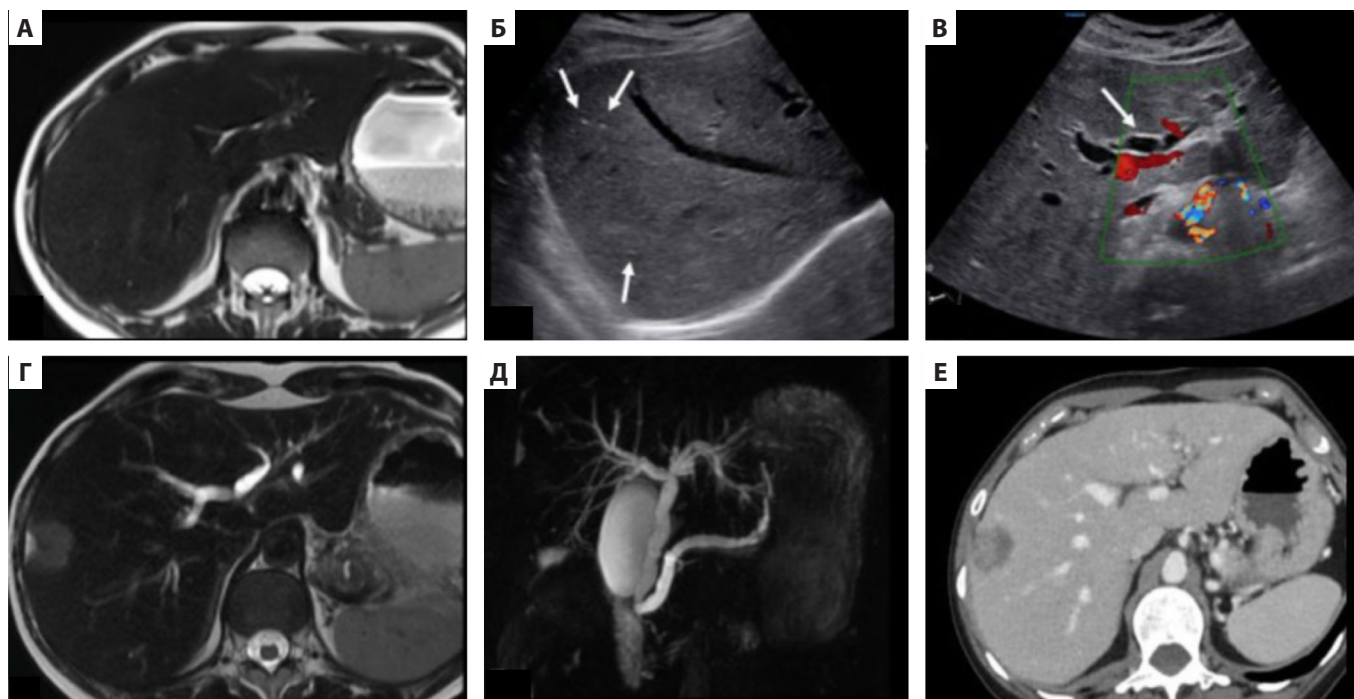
Иммуноопосредованные гепатит и холангит у пациента с аденокарциномой двенадцатиперстной кишки кишечного типа, получавшего в качестве терапии первой линии ипилимумаб + ниволумаб. Через месяц после начала лечения уровень АЛАТ и АСАТ, щелочной фосфатазы увеличился в 2, 3 и 10 раз соответственно. ПЦР на вирус Эпштейна-Барр и цитомегаловирус в крови, серологические исследования на гепатит и ВИЧ были отрицательными. На УЗИ брюшной полости в В-режиме (Б) и в режиме доплерографии (В) видна неоднородная эхогенность паренхимы печени с небольшими эхогенными очагами (эффект «звездного неба») (стрелки на рисунке (Б)) и расширение внутрипечёночных жёлчных протоков (стрелка на рисунке (В)) по сравнению с исходными МРТ-изображениями в Т2-режиме (А). МРТ-изображения в Т2-режиме (Г) и в режиме холангио-МРТ (Д) демонстрируют расширение общего жёлчного протока и протока поджелудочной железы с неопухолевым стенозом сфинктера Одди. На КТ-снимках с контрастным усилением, полученных через 2 месяца после прекращения иммунотерапии (Е), расширение внутрипечёночных жёлчных протоков практически полностью регрессировало [9]
